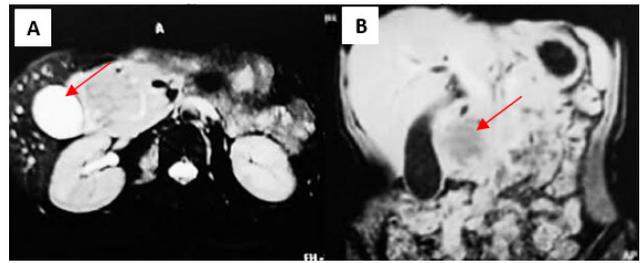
A e B - Ressonância magnética de abdômen superior, evidenciando tumor em cabeça de pâncreas medindo 5,4 x 4,7cm.
